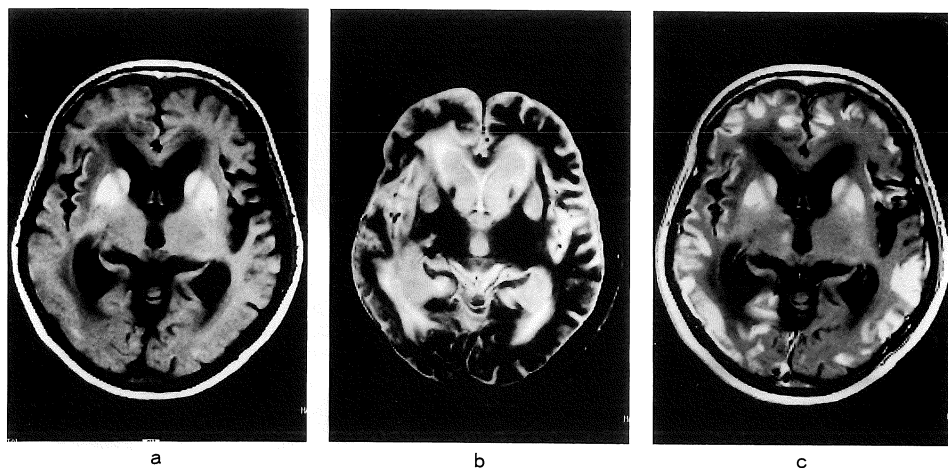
MR images obtained 34 days after admission.
